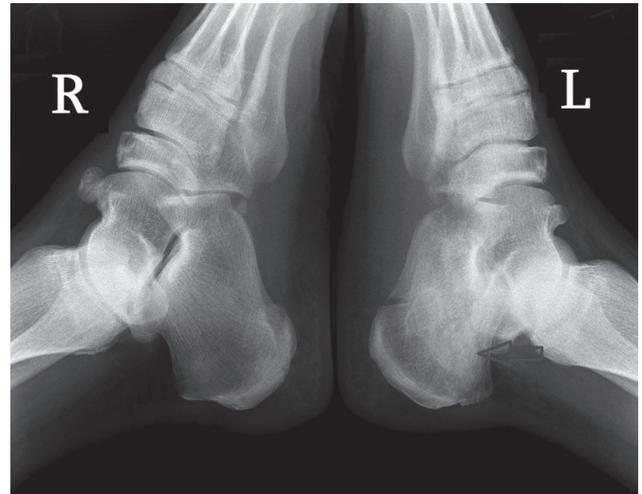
Сравнительные рентгенограммы обеих стоп через 6 месяцев. Переломы консолидированы в удовлетворительном положении. Визуализируется канал биодеградируемого винта (отмечено стрелкой)
